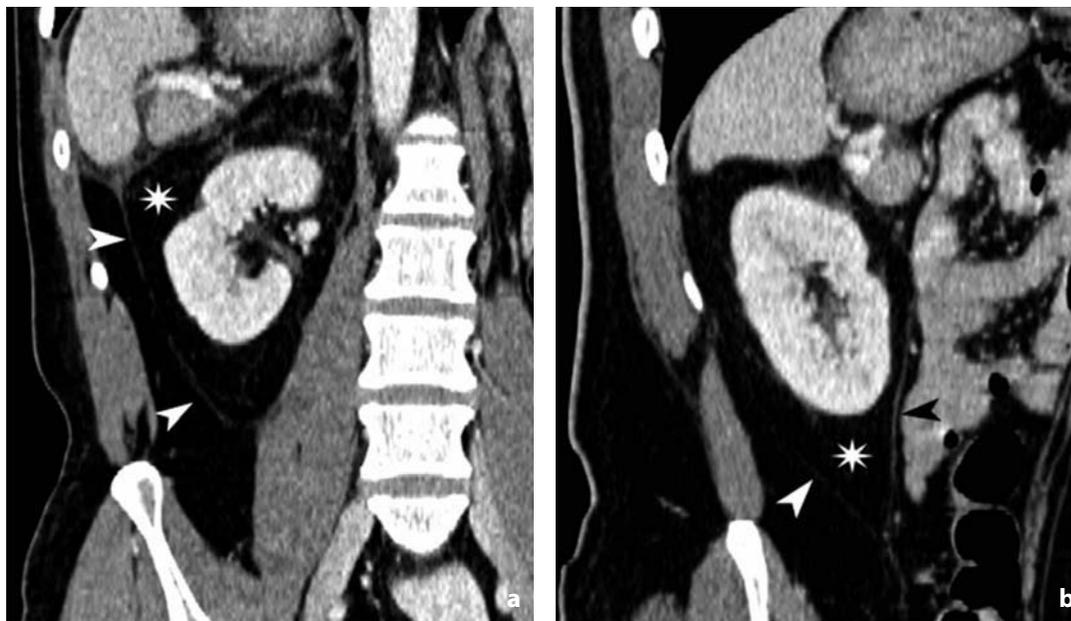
Tomografia computerizzata. Ricostruzione coronale. Loggia renale. Le fasce renali (punta di freccia) si identificano come sottili linee capillari iperdense. L'asterisco indica lo spazio perirenale
